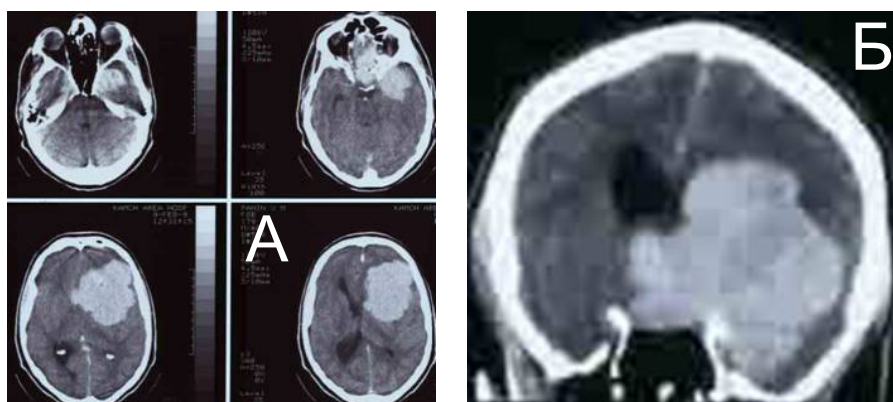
КТ с контрастным усилением до операции (а – аксиальная проекция, б-фронтальная проекция). В левой лобно-височно-теменной области определяется крупное объемное образование с достаточно четкими бугристыми контурами размерами 78 x 76 x 64 мм, в базальных отделах прорастающее в правую лобную долю на 10-12 мм. Образование компримирует передние отделы левого бокового желудочка и, вероятно, распространяется в его просвет, образование неравномерно накапливает контрастный препарат. Определяется незначительно выраженный перифокальный отек.
